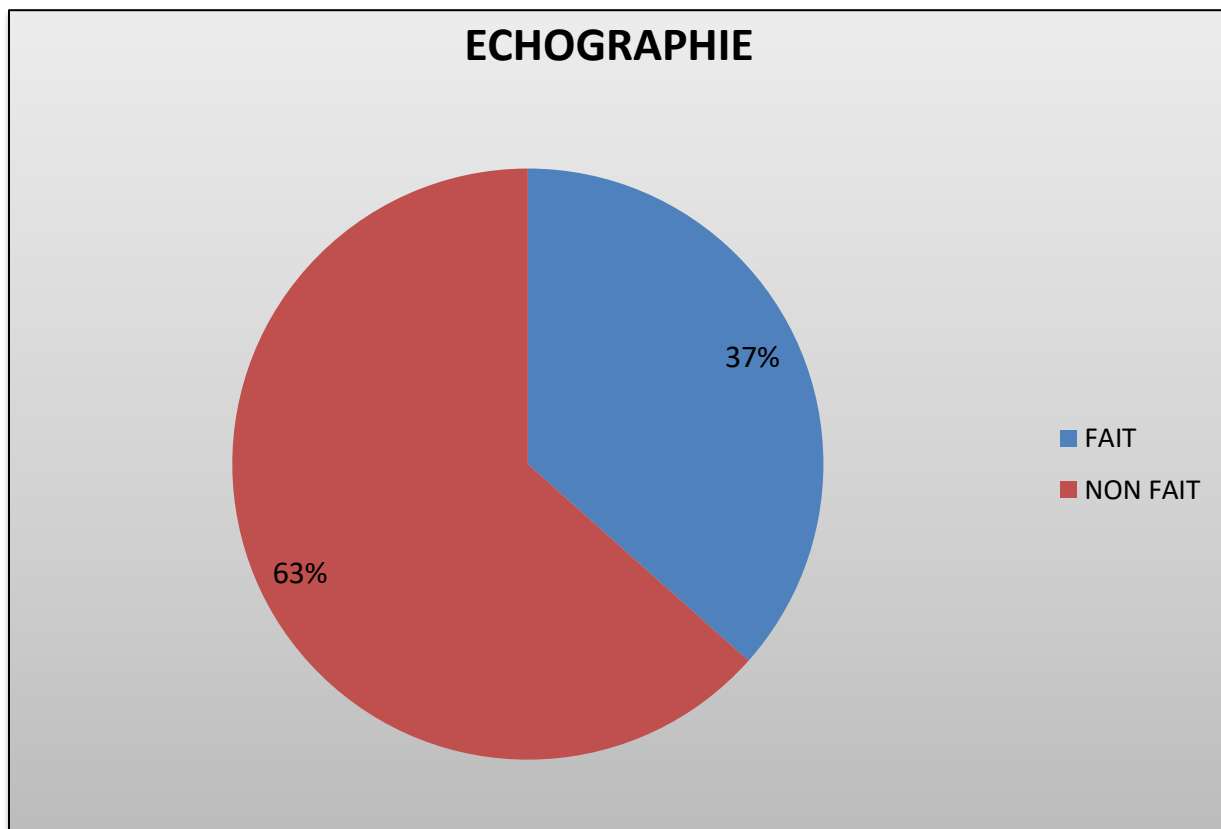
Répartition des cas en fonction de l'échographie
